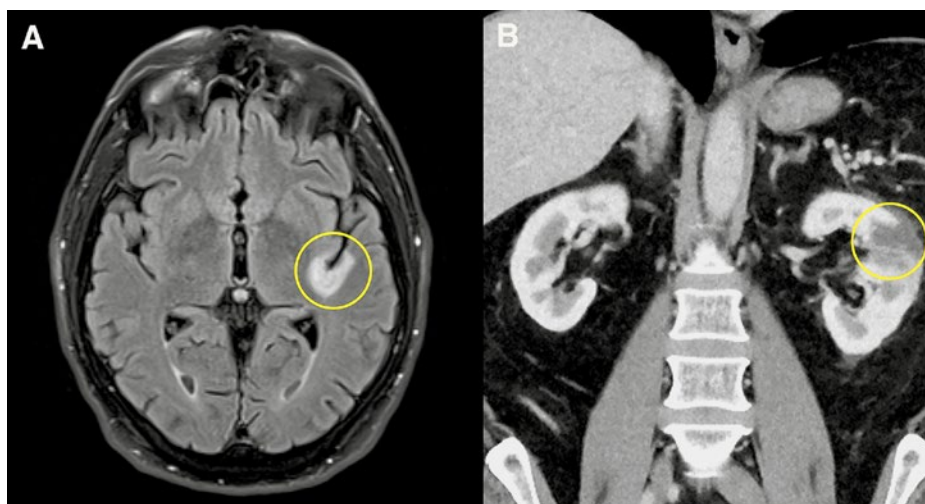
A) Zerebrale Magnetresonanztomogramm-Aufnahme, Axialschnitt: Links kortikal im Bereich der Insula zeigt sich ein Ischämieareal. B) Computertomogramm-Aufnahme, Koronarschnitt: Es ist ein hypovaskuläres Areal an der linken Niere mit aufgehobener kortikomedullärer Differenzierung erkennbar, mit zunächst unklarer Ursache.
